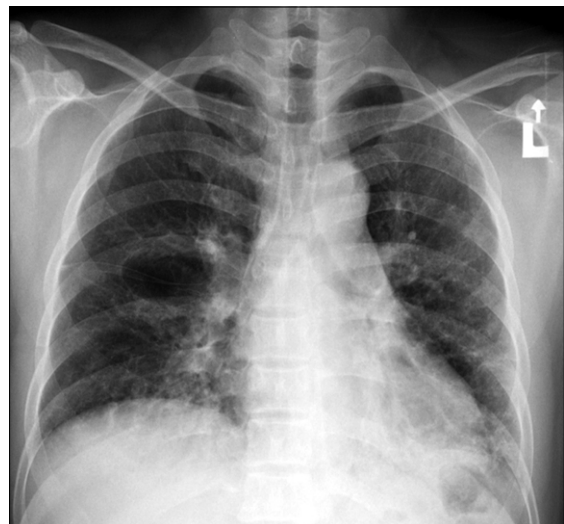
Chest X-ray on admission shows 5-cm sized cystic lesion at right hilar area and irregular-shaped consolidation with interstitial infiltration at both lower lung field.
